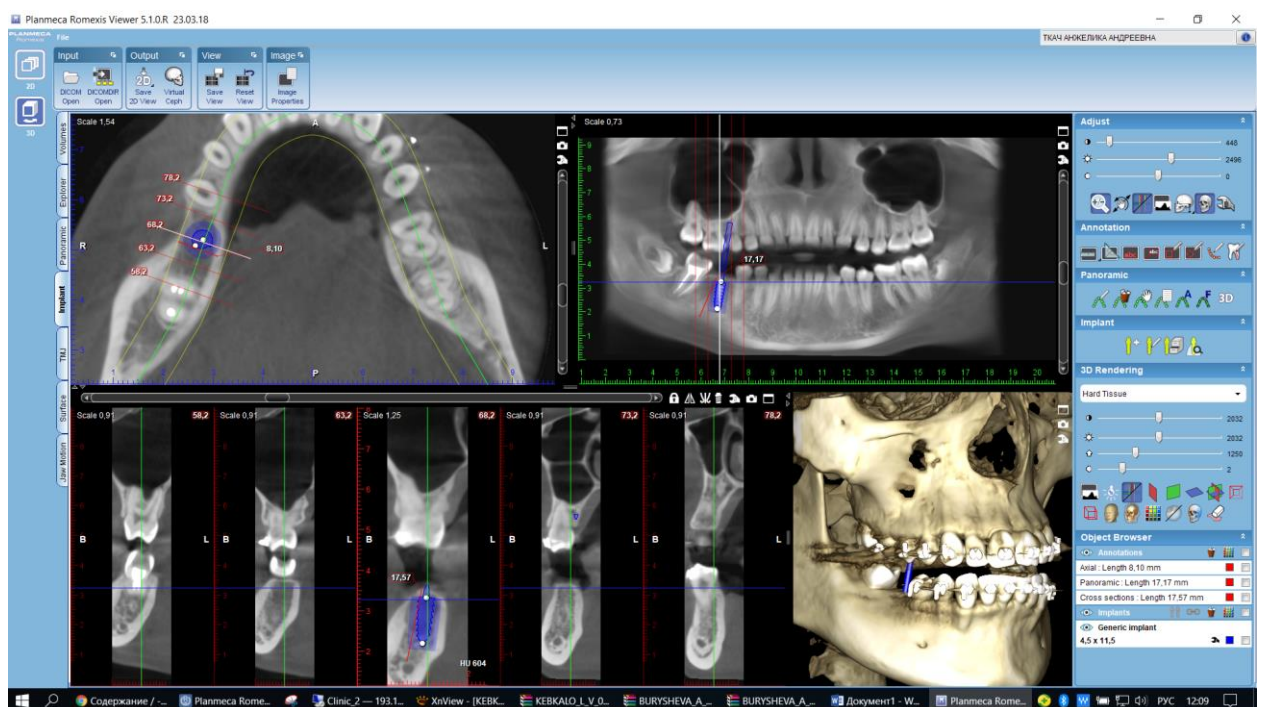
КТ пацієнтки Т. 1980 р.н. Планування дентальної імплантації на місце видаленого 46 зуба нижньої щелепи.
